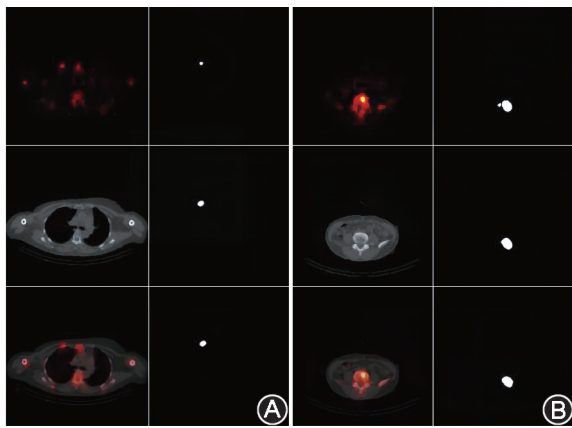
MT-UNet 分割前后阅片存在诊断变更的患者图像(各序号图左列为 MT-UNet 分割前的 SPECT、CT、SPECT/CT 原始图像,右列为 MT-UNet 分割后的 ROI)。A.乳腺癌患者(女,40 岁),MT-UNet 分割后发现右侧第 2 肋骨有微小的外伤病灶,对应原始图像有轻微的显像剂浓聚;B.肺癌患者(女,52 岁),L₄ 椎体未见明显骨质变化,但显像剂异常浓聚,MT-UNet 分割后确诊为早期转移瘤
